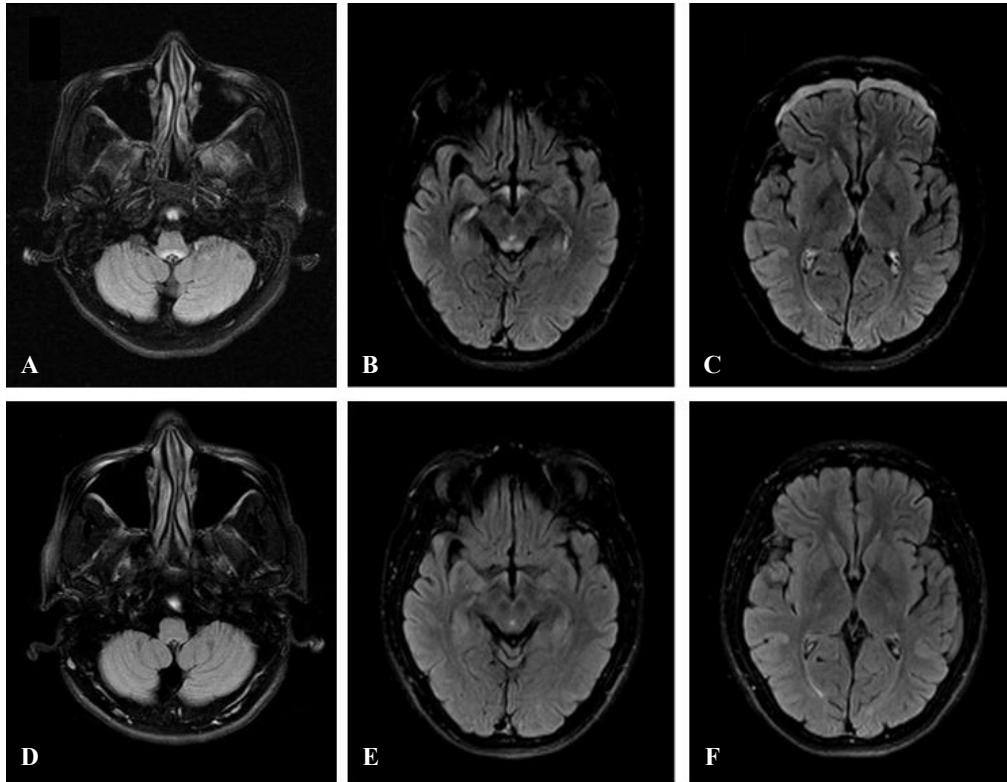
Initial and follow-up MR images. (A-C) Axial fluid attenuated inversion recovery (FLAIR) images at the time of diagnosis. Symmetric hyperintense lesions are observed in the tegmentum of medulla (A), periaqueductal gray matter of midbrain (B), and medial thalami (C). (D-F) Follow up MR images 2 months after treatment show complete resolution of previous hyperintense lesions.
